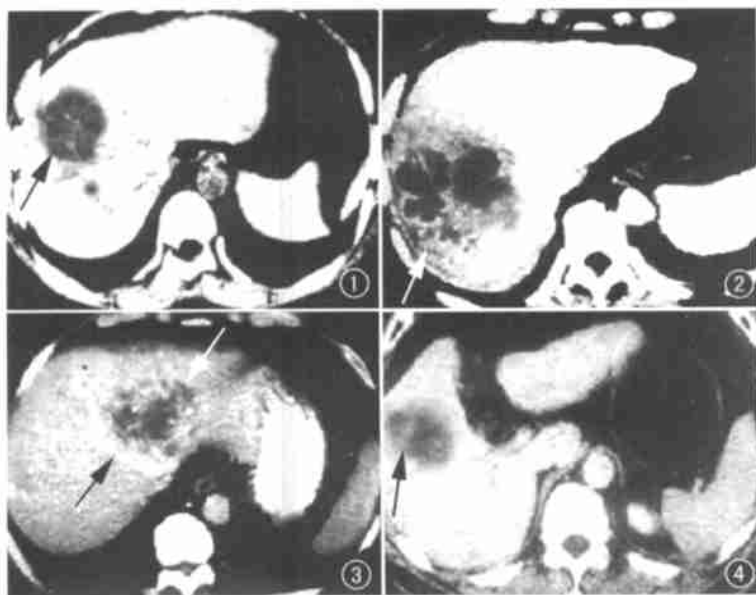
肝右叶脓肿。CT 增强扫描低密度病灶强化明显,呈粗细不均的索条状影,从病灶中心向周边延伸(箭),似细网格样。图2 肝右叶不规则的低密度肿块,增强后病灶边缘出现多个囊状强化影,中间低密度区为液化坏死灶,病变呈蜂窝状改变(箭),边缘模糊。图3 肝右叶脓肿。CT 增强扫描残留的房格形成多个大小不一的环形强化影,堆积成簇沿病灶周边分布(白箭),整个病灶呈花瓣样。周围病灶强化明显(黑箭),病灶缩小。图4 早期不典型肝脓肿。CT 增强示低密度病灶内可见斑片状的强化影(黑箭)病灶周围呈等密度改变,范围缩小。
